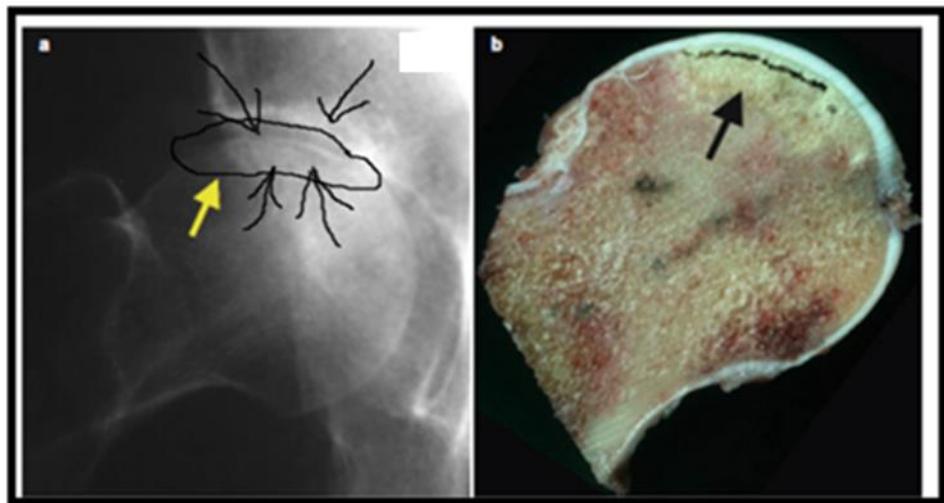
4. Radiografie șold față în care se observă fractura subcondrală(a) și aspect macroscopic(b).
